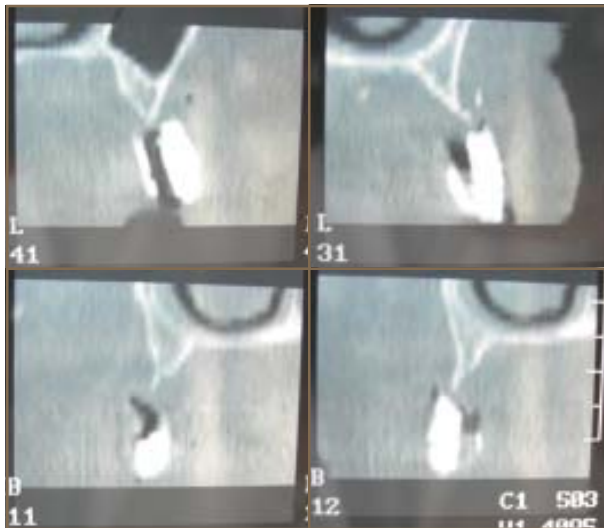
Cortes en los sitios 11, 12, 31 y 41 de la tomografía donde vemos el escasísimo hueso remanente.
